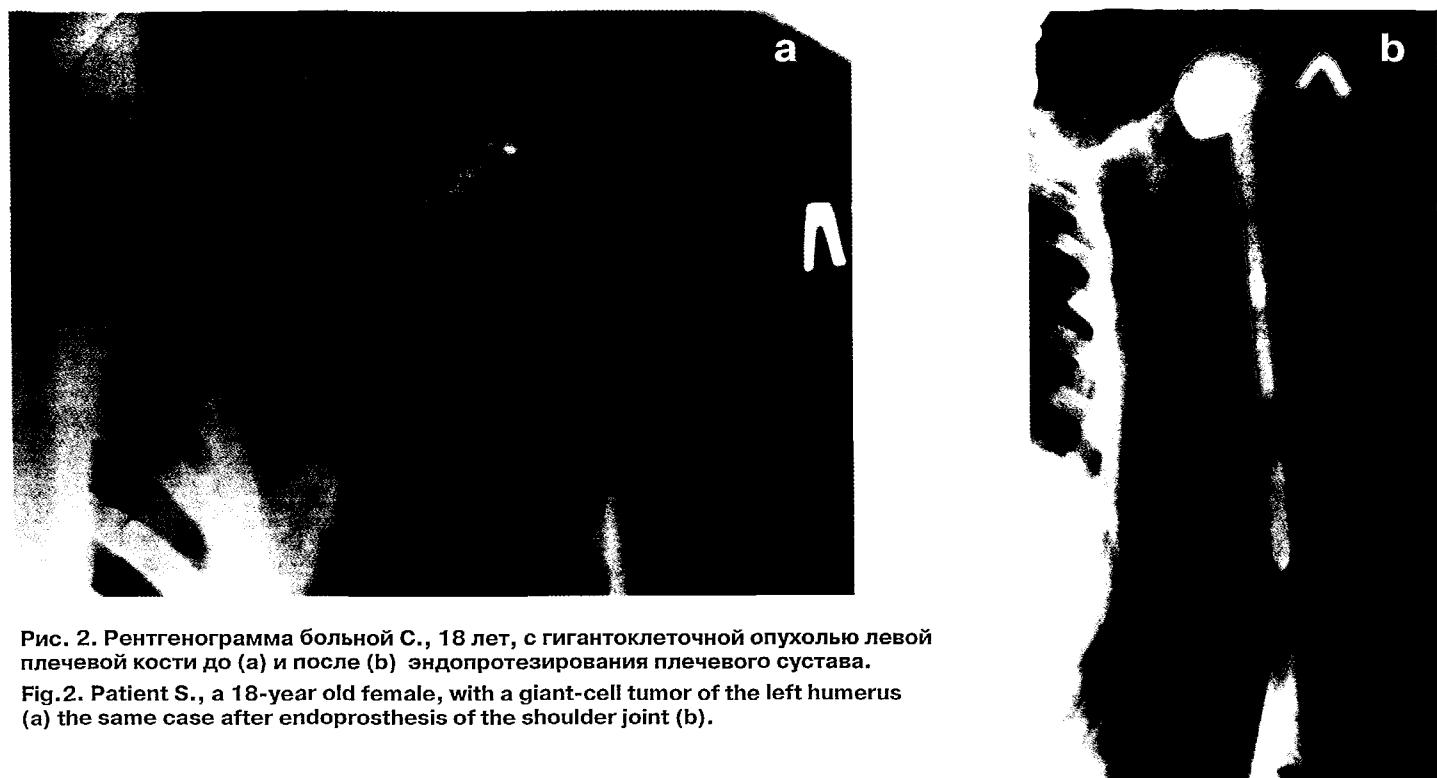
Рентгенограмма больной С., 18 лет, с гигантоклеточной опухолью левой плечевой кости до (а) и после (б) эндопротезирования плечевого сустава.
